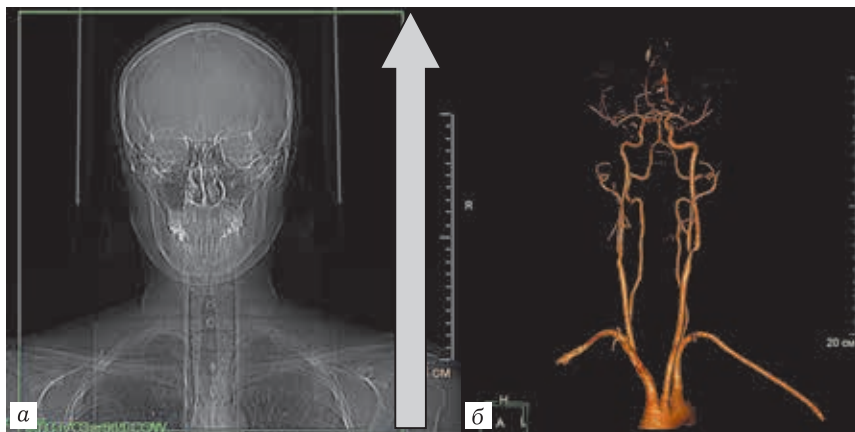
а* — Планирование КТ-ангиографии от дуги аорты до вер-хушки черепа, направление сканирования снизу вверх; *б* — трехмер-ное изображение брахиоцефальных артерий на всем протяжении
